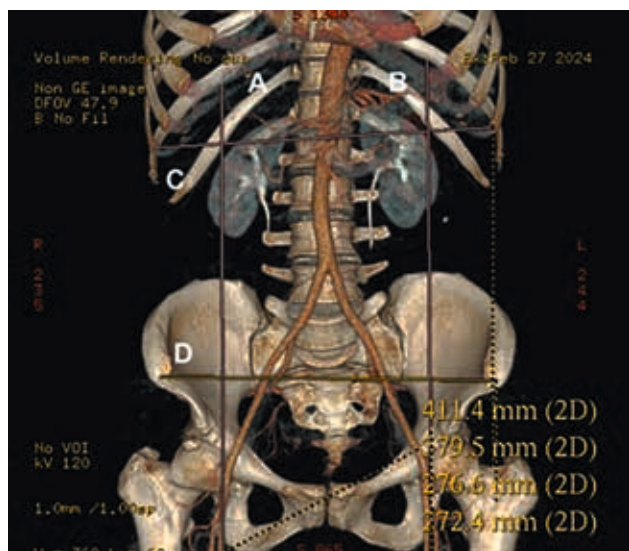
Трехмерная КТ-реконструкция забрюшинного пространства в аксиально-коронарной проекции с анатомической маркировкой. Анатомические структуры обозначены маркерами: правая почка (А) с верхним полюсом на уровне $Th_{XII}-L_1$ и углом наклона 25° ; левая почка (В), расположенная на 1,5 см выше; поясничные позвонки L_1-V (С) с визуализированными межпозвоноковыми дисками, а также структуры малого таза (D). Для лучшего понимания пространственных соотношений добавлены осевые линии через почки, демонстрирующие их физиологический наклон, и уровневые маркеры верхних/нижних полюсов относительно позвоночника
